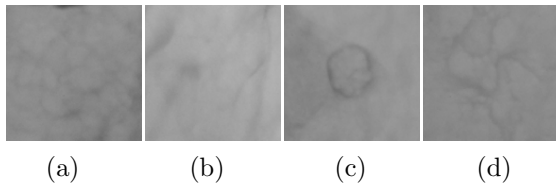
Patches obtained from a double contrast X-ray image. (a) and (b) Patches without tumors, (c) a patch containing a benign tumor, and (d) a patch containing a malignancy tumor
